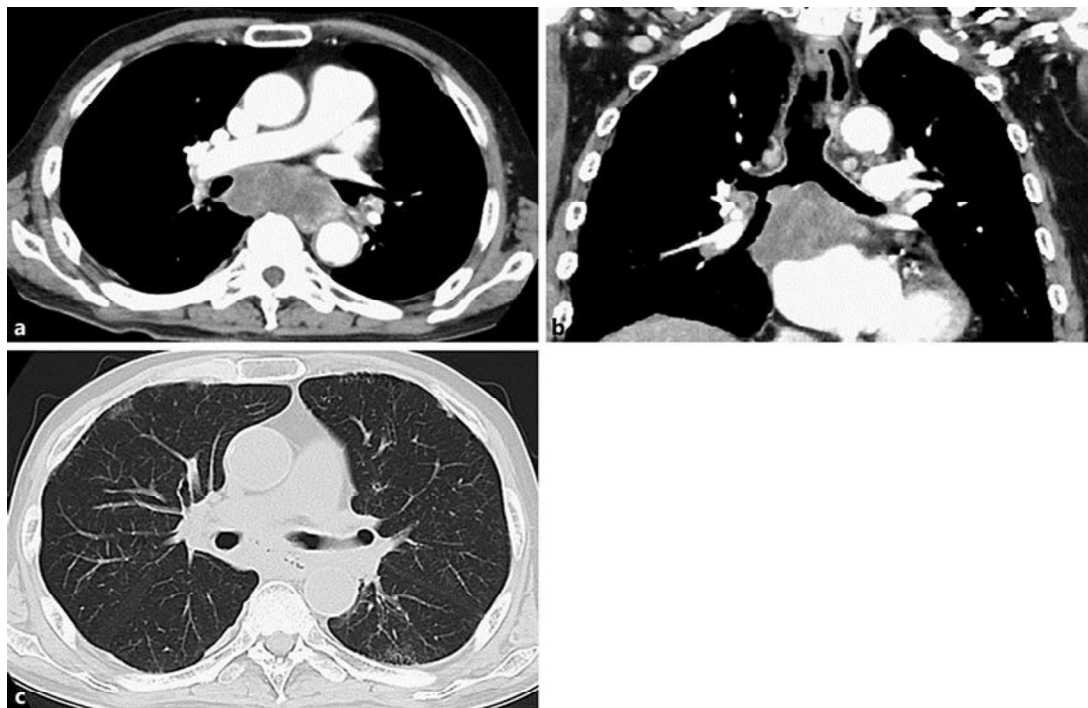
Computed tomography (CT) of the chest at the initial presentation showing a mass grouped with mediastinal lymph nodes, which invaded the right main bronchus: axial view (a) and coronal view (b). c The CT of the chest on day 35 of treatment demonstrated punctate low-attenuation foci between the esophagus and bronchus.
